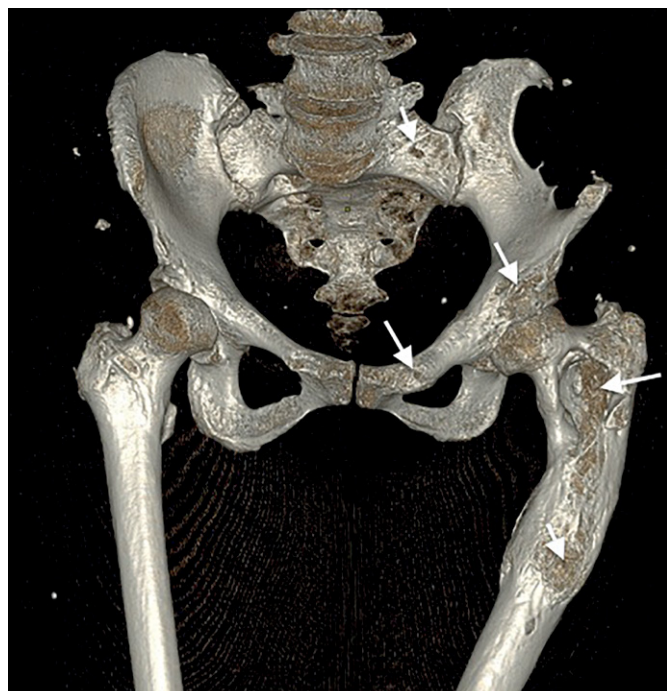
Пациентка М. МСКТ таза, 3D-реконструкция. Полиоссальная форма фиброзной дисплазии. Зоны кистозных перестроек (стрелки) в костях таза и левой бедренной кости, преимущественно расположенных в области подвздошной, лобковой костей, крестца слева, а также в проксимальной трети левой бедренной кости.
